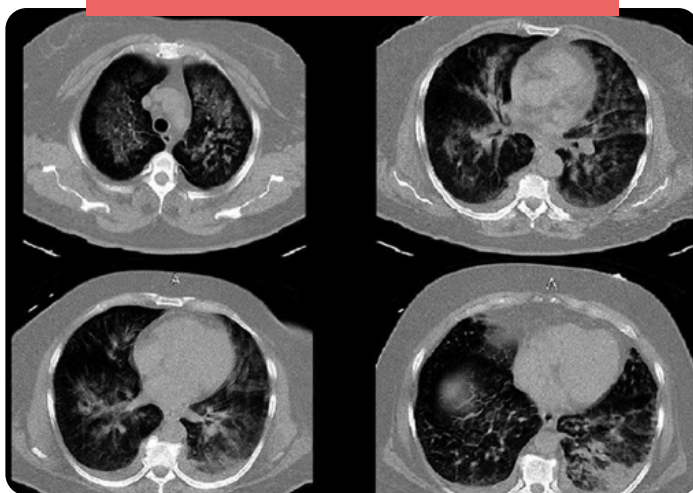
Imagen de tomografía pulmonar con evidentes imágenes de edema y sufusión.
